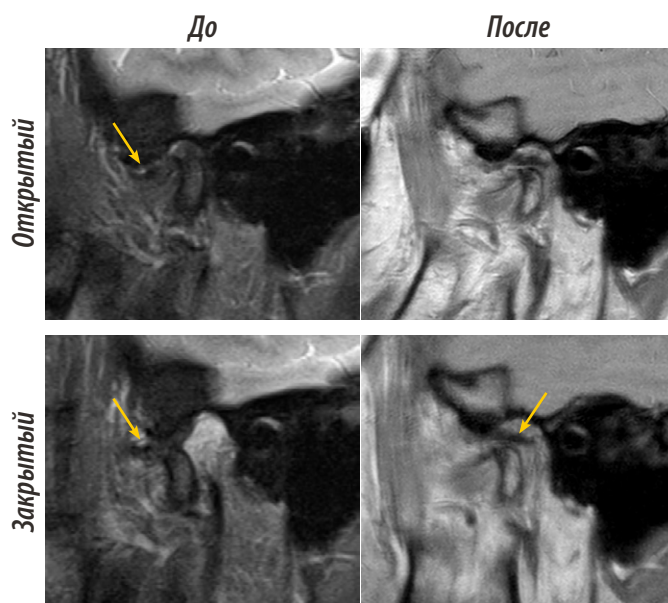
МРТ ВНЧС до и после операции, реконструкции в косо-сагиттальной плоскости. Стрелками обозначено положение внутрисуставного диска
